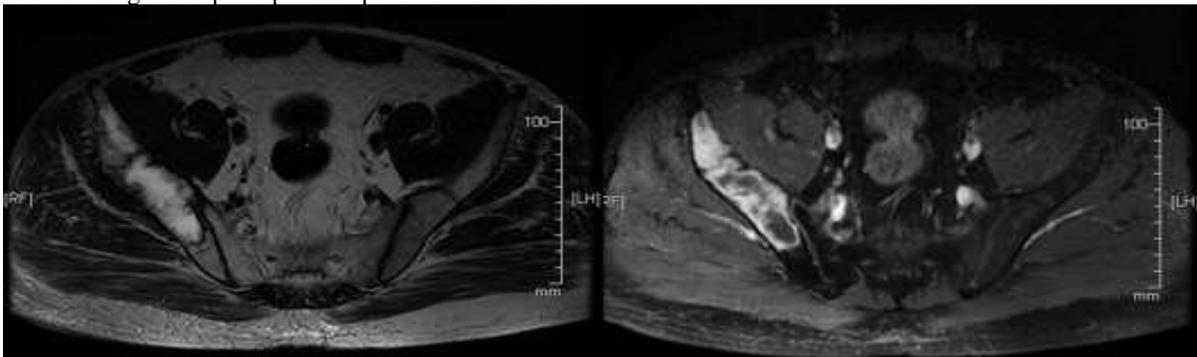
IRM pelvienne montrant une lésion soufflante de l'os iliaque droit.
